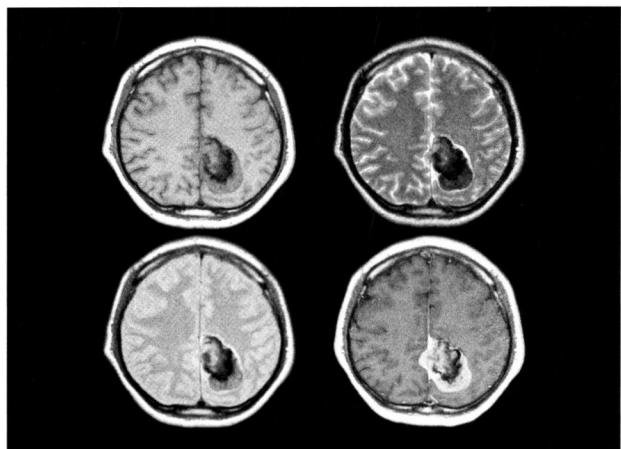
MRI: upper: T1WI (left), T2WI (right); lower: PDI (left), Gd-DTPA enhanced (right)
